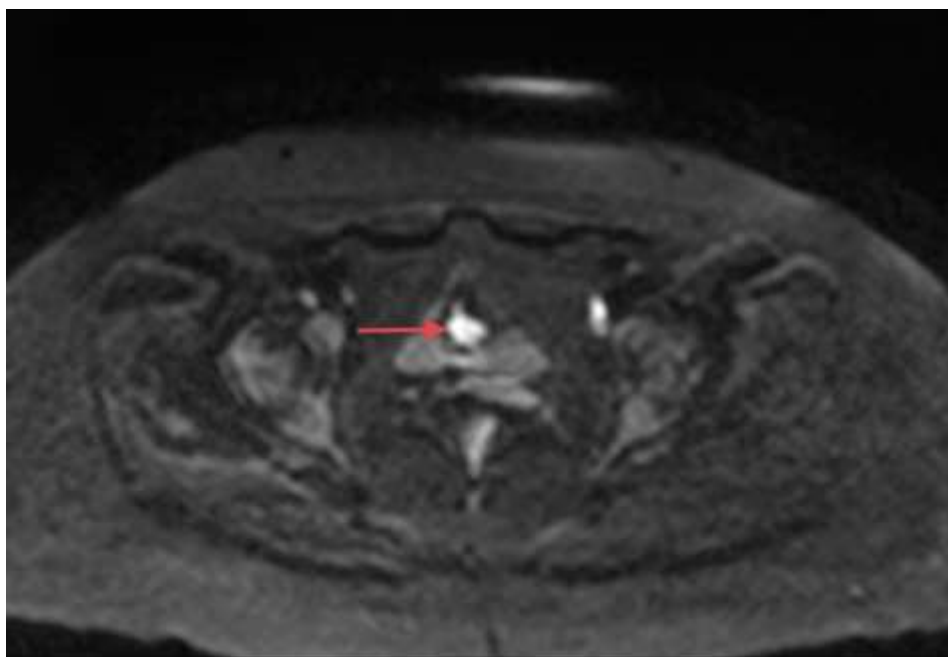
DWI/MRI дослідження пацієнтки М., 48 років (Клінічний випадок 1). Червоною стрілкою позначено утворення діаметром до 25 мм по очеревині сечового міхура з ознаками обмеження дифузії
